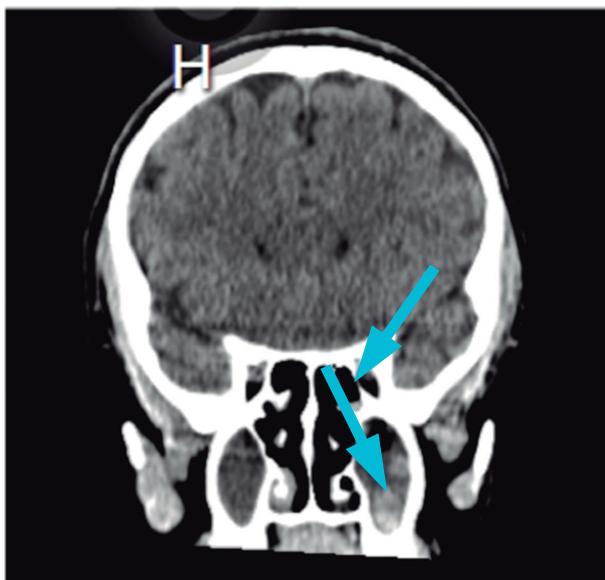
Tomografía de cráneo: Sinusitis maxilar y etmoidal (flechas azules).
